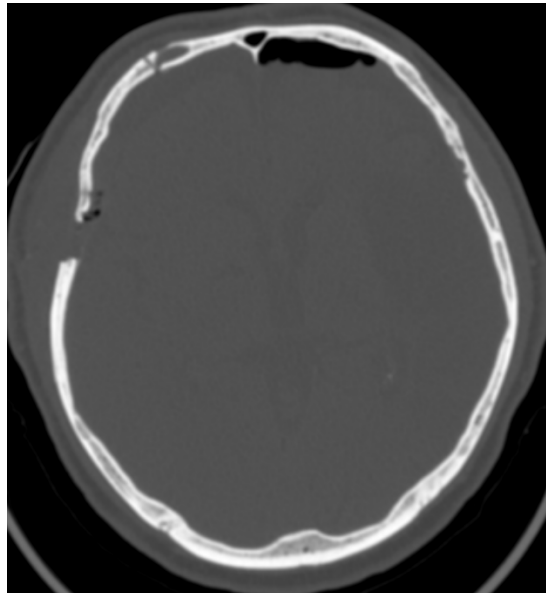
КТ головного мозга, аксиальная проекция: регресс пневмоцефалии, пластические материалы в проекции дефекта
